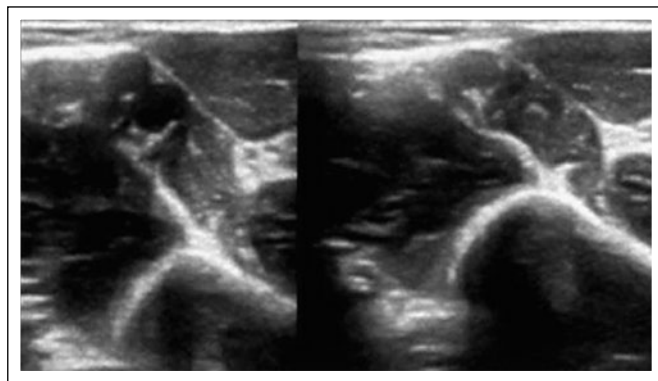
Kompressionssonographie: Armvene mit vollständig kollabierender Vena brachialis (rechts).
